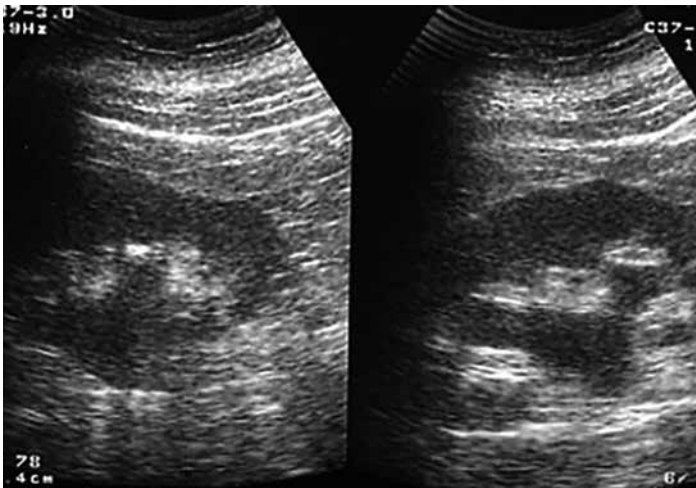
Sonografie. Nierenkelchstein und Harnstauungsniere, links bei Harnleiterstein
